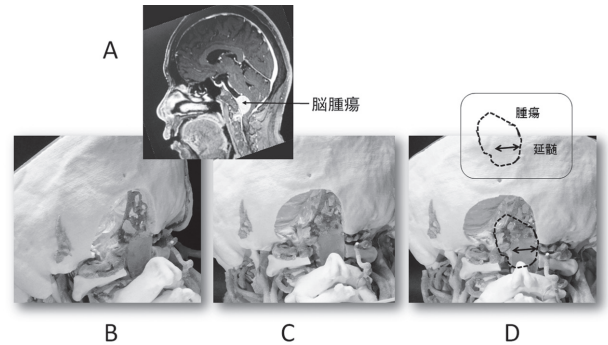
A: 延髄の前方にある斜台の腫瘍を示す MRI. B,C,D は小脳を透明に、腫瘍をオレンジに、動脈を赤く、静脈を紫に彩色した混合モデルを少しずつ回転して提示した. D の点線にあるように腫瘍が延髄の奥に見られ、両矢印が延髄の差し渡しを示す. B が手術の時に見る方向に近い.
